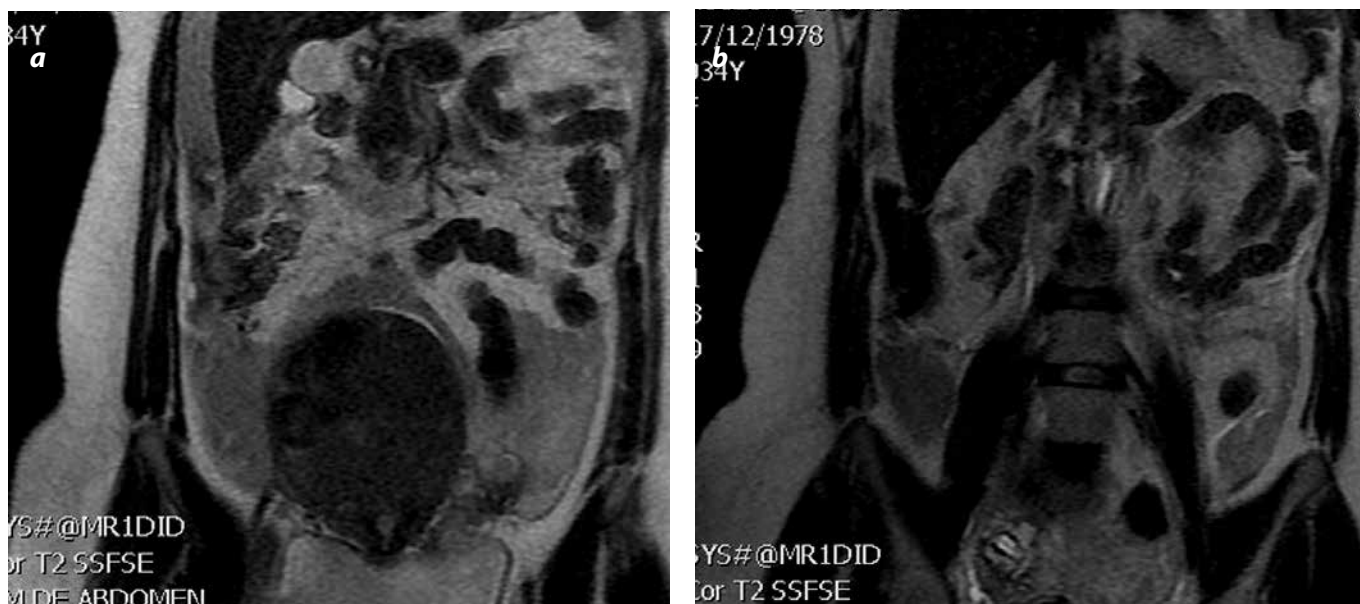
RM en secuencia con información en T2 en plano coronal. Útero aumentado de tamaño por mioma, presencia de masa paraovárica derecha con intensidad de señal heterogénea, líquido libre con discreto aumento en intensidad de señal por hemorragia.
